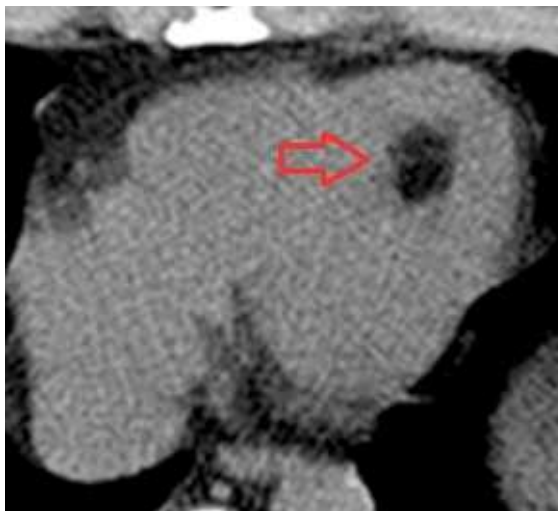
immagine assiale TC lipoma
